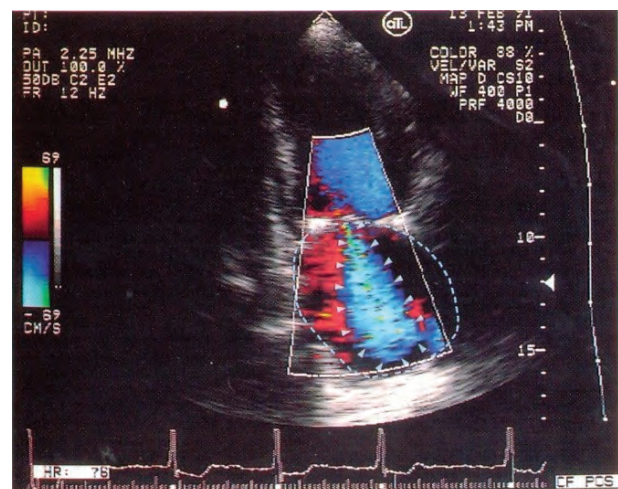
La figura muestra un intento de cuantificar la severidad de una insuficiencia mitral mediante Eco-Doppler color. El área de dispersión de la regurgitación (puntas de flechas) es comparada como una relación del área total de la aurícula izquierda (línea interrumpida).
